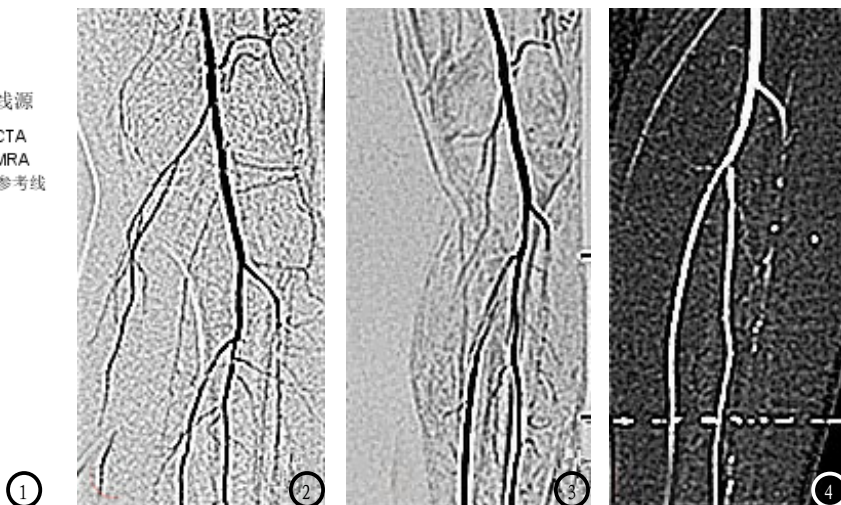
CTA、MRA诊断糖尿病下肢血管病变的ROC曲线。图2-4 女性，糖尿病10年，DSA见胫前动脉闭塞（图2），MRA图像可见少量伪影（图3），CTA可见胫前动脉闭塞，但小血管成像效果不佳（图4）。
